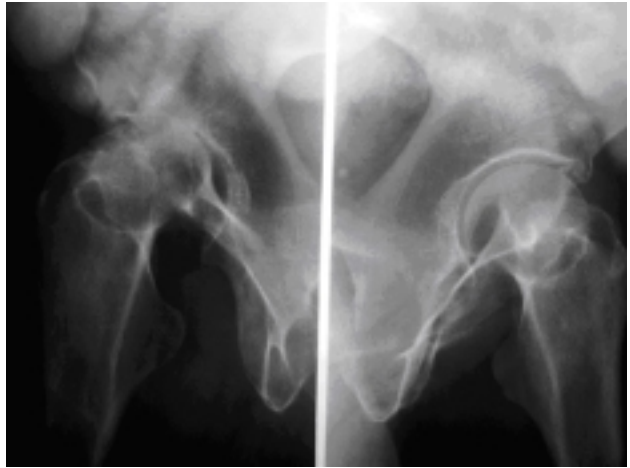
Radiografías comparativas de articulaciones coxofemorales tres meses después de la cirugía de columna. Se aprecia que la coxartrosis derecha es más severa y en la izquierda la articulación coxofemoral permanece de aspecto normal.
